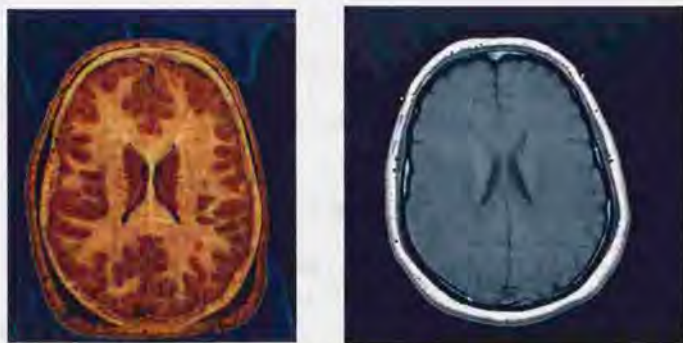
同一の検体における脳断面の解剖標本 (左) とMRI画像 (右)
